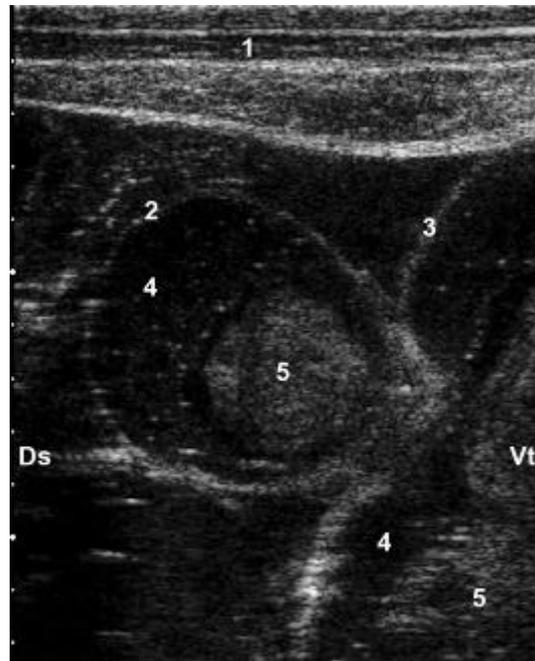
Image échographique montrant une obstruction complète d'un segment d'intestin grêle contenant un caillot de sang et une grande quantité de liquide hypoéchogène et de fibrine échogène dans la cavité abdominale cohérente avec un cas de SHI associé à une péritonite. 1 Paroi abdominale, 2 Intestin grêle, 3 Liquide, 4 Fibrine, 5 Section longitudinale d'intestin grêle dilaté, Ds Dorsal, Vt Ventral (BRAUN *et al.* (2010)).
